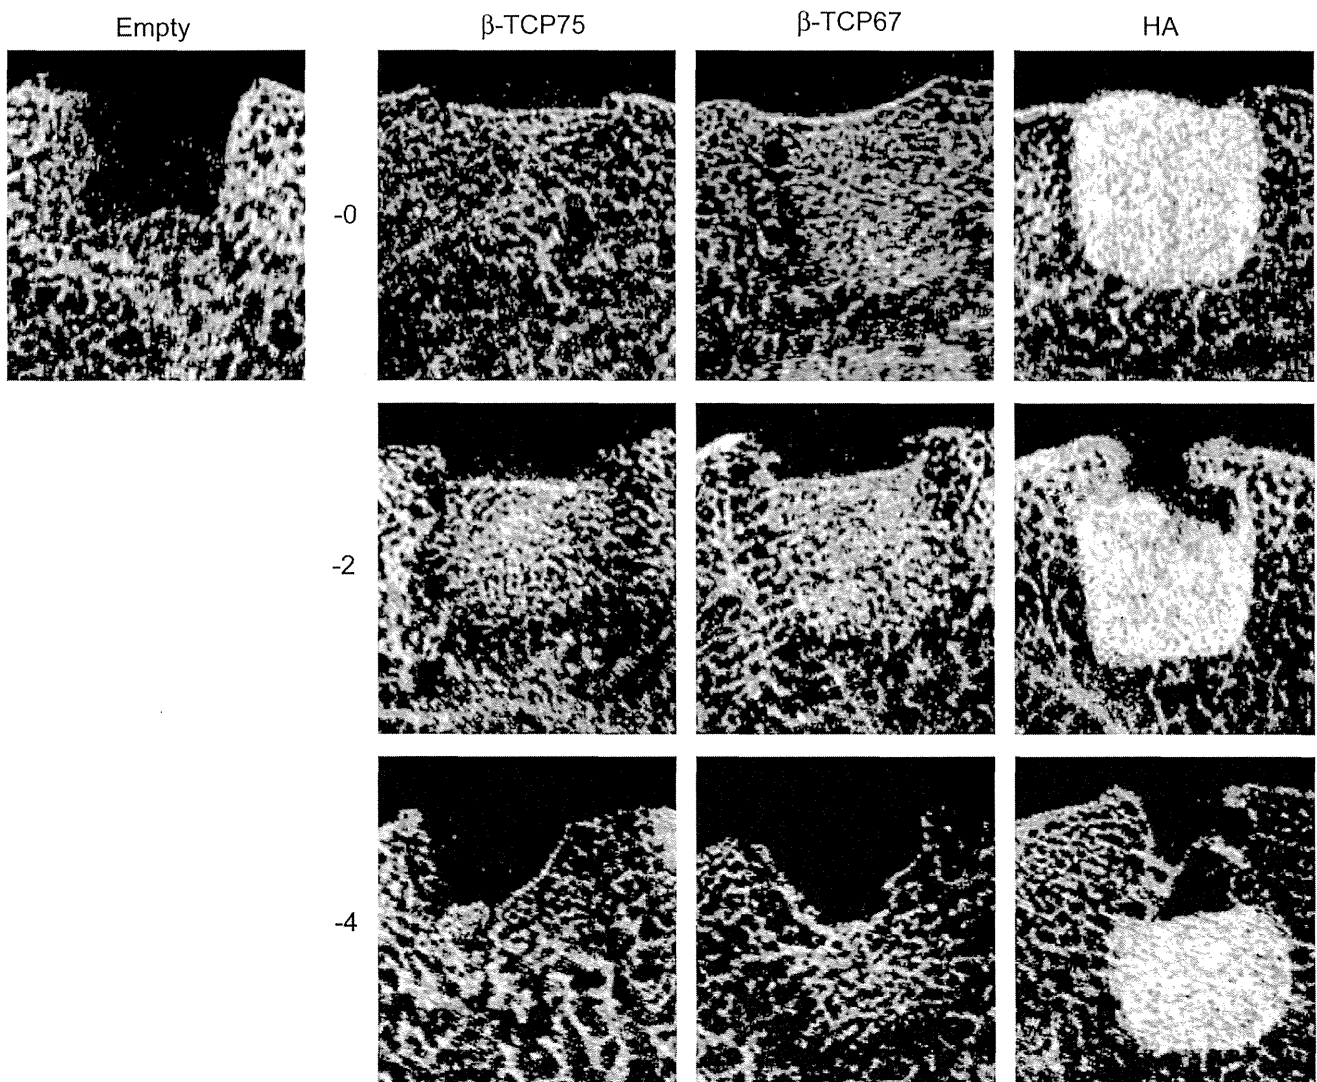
2-D microfocus CT images of the reparative tissue
